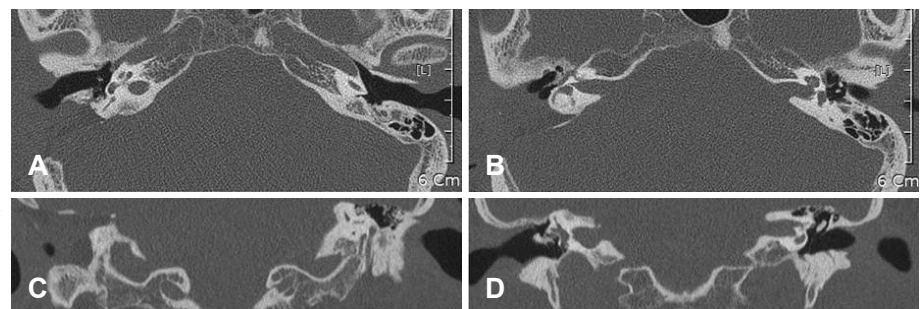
Axial (A and B) and coronal (C and D) images of computerized tomography of a patient with right congenital mastoid cholesteatoma destroying superior wall of the external auditory canal.
